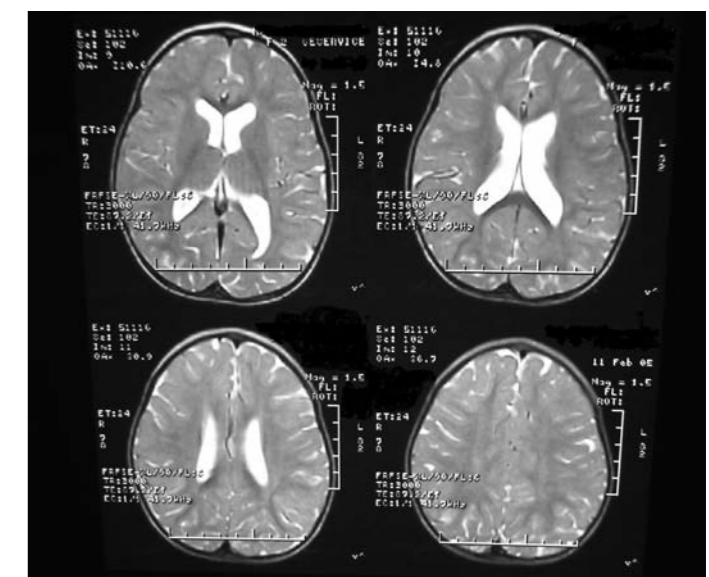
Пациентка М. А., 5 лет. Диагноз: Кольцевая 20 хромосома. Симптоматическая фокальная лобная эпилепсия. МРТ головного мозга: умеренно выраженная диффузная кортикальная атрофия, вторичная вентрикуломегалия.
